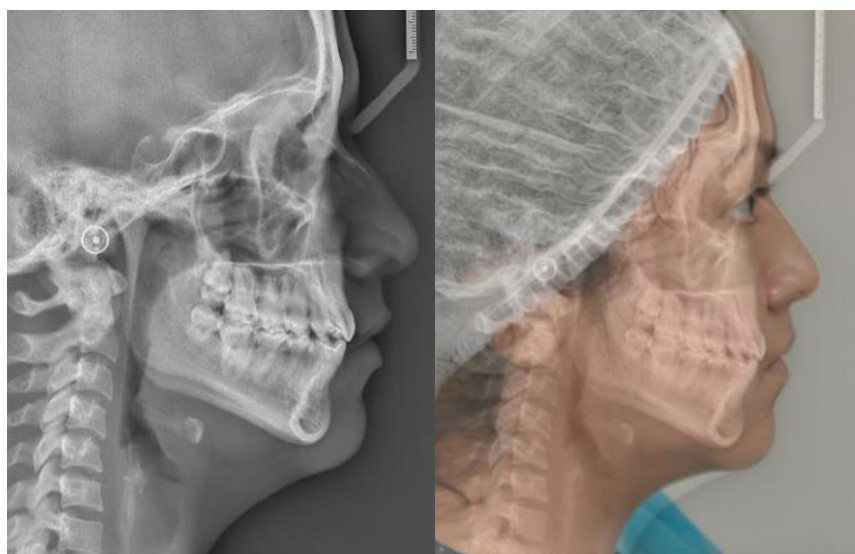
Radiografía cefalométrica final y superposición de cefalometría con fotografía de perfil final.
